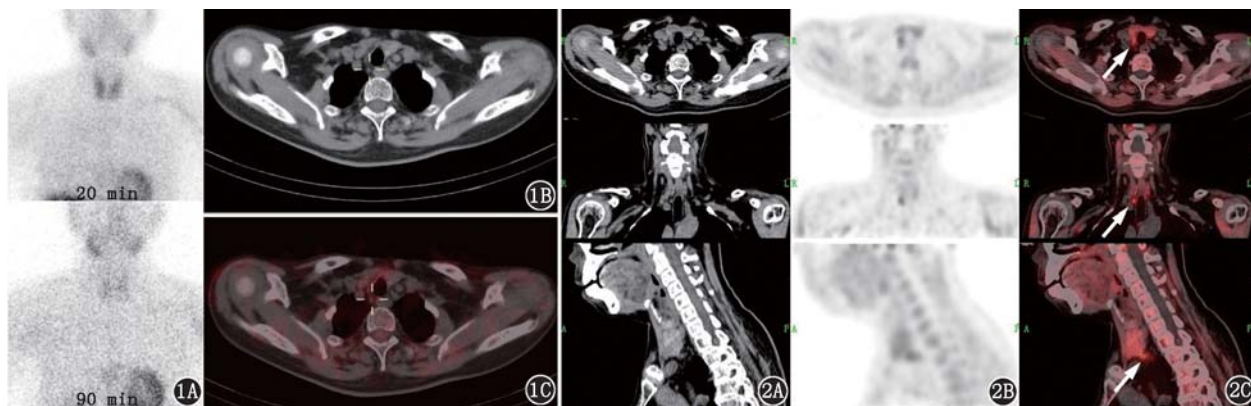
原发性甲状旁腺功能亢进症患者(女,55岁) $^{99}\text{Tc}^{\text{m}}$ -甲氧基异丁基异腈(MIBI)双时相甲状腺旁腺SPECT/CT显像图。 $^{99}\text{Tc}^{\text{m}}$ -MIBI双时相显像图(1A)示甲状腺于早期相(20 min)显影清晰,于延迟相(90 min)甲状腺影逐渐减淡,其余部位未见放射性浓聚影;CT(1B)和SPECT/CT融合(1C)图示甲状腺右叶后下方见多个小结节影,与甲状腺分界较清,较大者最大直径约0.7 cm,均未见明显放射性浓聚,双侧甲状腺后方及颈、胸部其余部位也未见异常放射性浓聚
